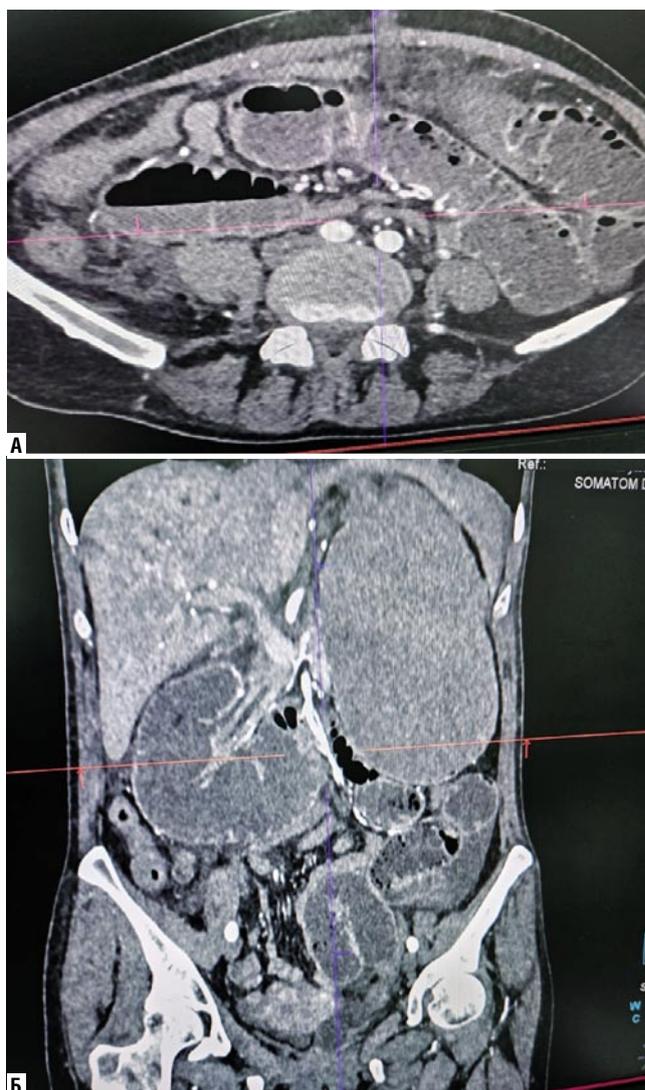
КТ странгуляционной тонкокишечной непроходимости у пациентов 4 группы. А – переполненный желудок с перерастянутой двенадцатиперстной кишки; Б – перерастянутые петли тощей кишки.
